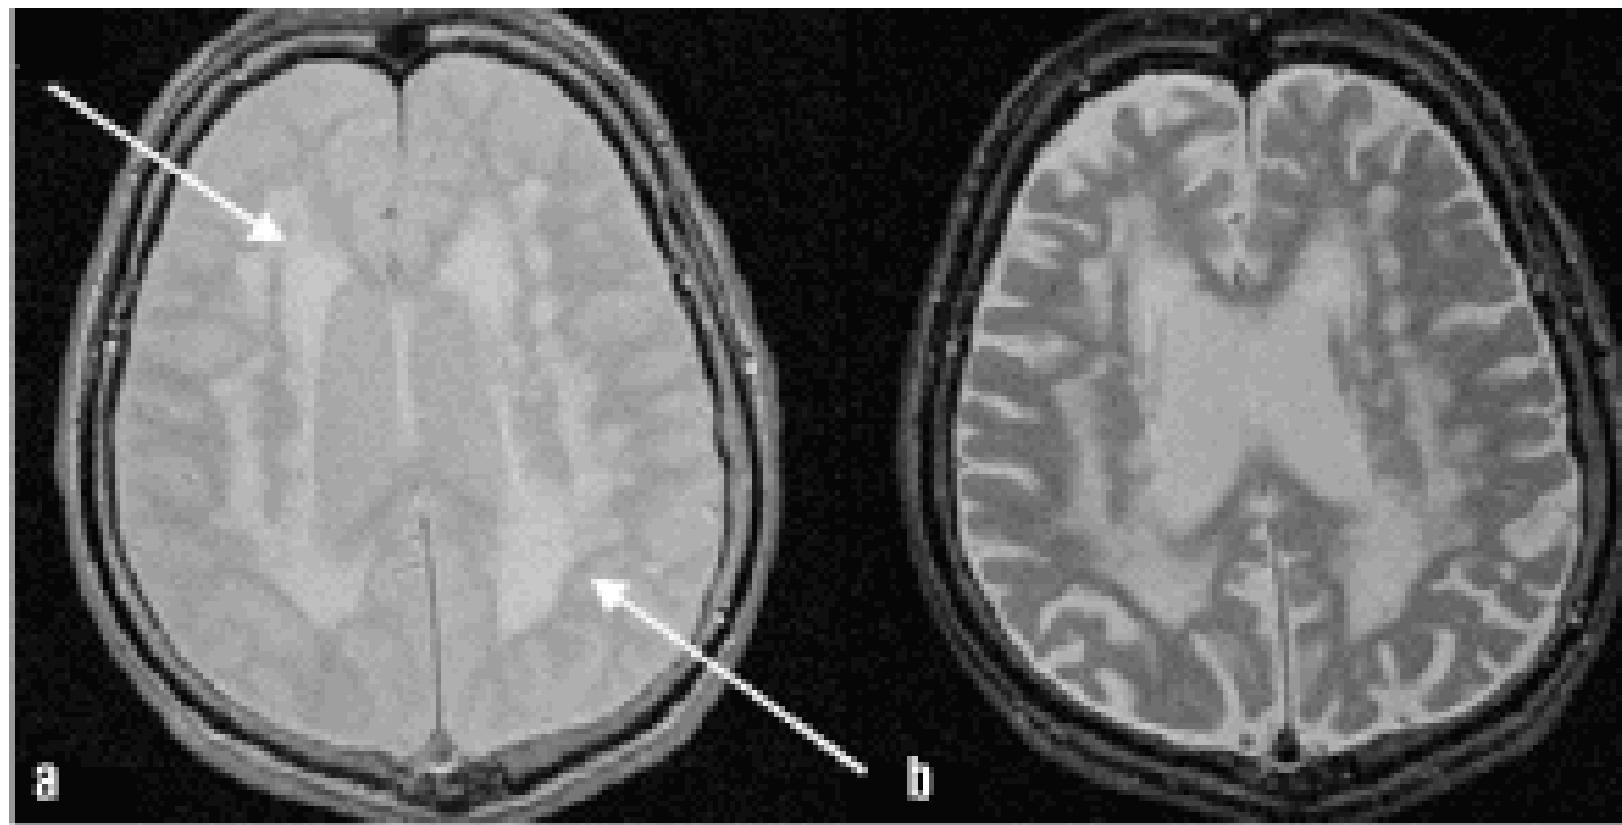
Periventricular hyperintensity. Proton density (a) and T2-weighted (b) axial magnetic resonance imaging showing confluent periventricular and deep white-matter lesions (arrows).
